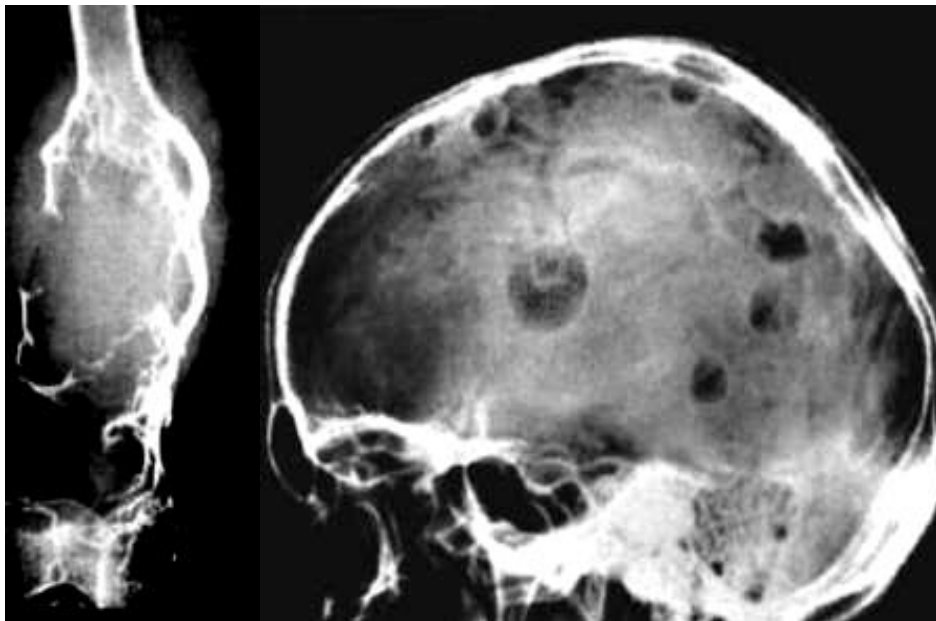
Рентгенограми в прямій і бічній проекціях одного пацієнта. Солітарна мієлома в дистальному відділі стегнової кістки та множинне ураження кісток склепіння черепа (за Sutton D.).
